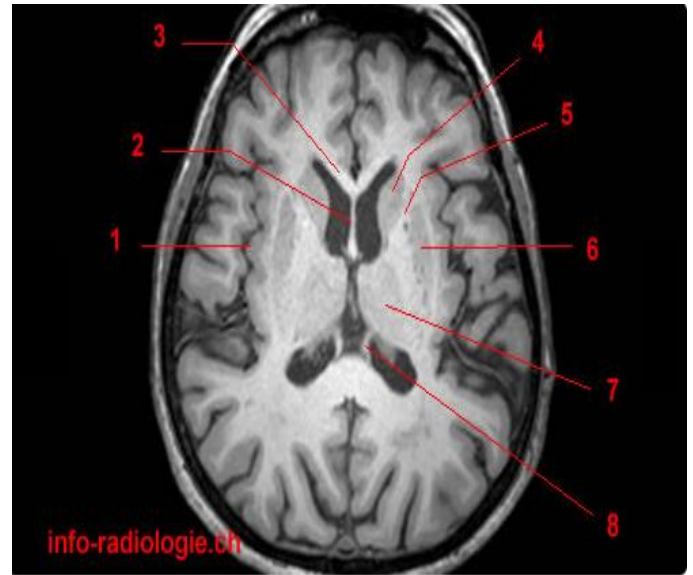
Anatomie IRM du cerveau, coupe axiale, T1.1, Insula. 2, Septum pellucidum. 3, Genou du corps calleux. 4, Noyau caudé. 5, Bras antérieur de la capsule interne. 6, Putamen. 7, Thalamus. 8, Pilier du fornix.
